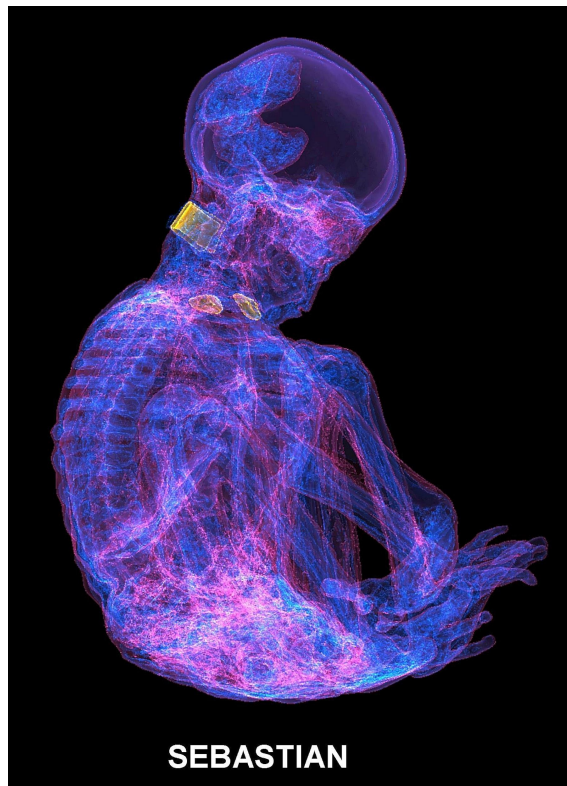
Tomografía computarizada en 3D de ‘Sebastián’ en semitransparencia mostrando piel, huesos e implantes metálicos.
